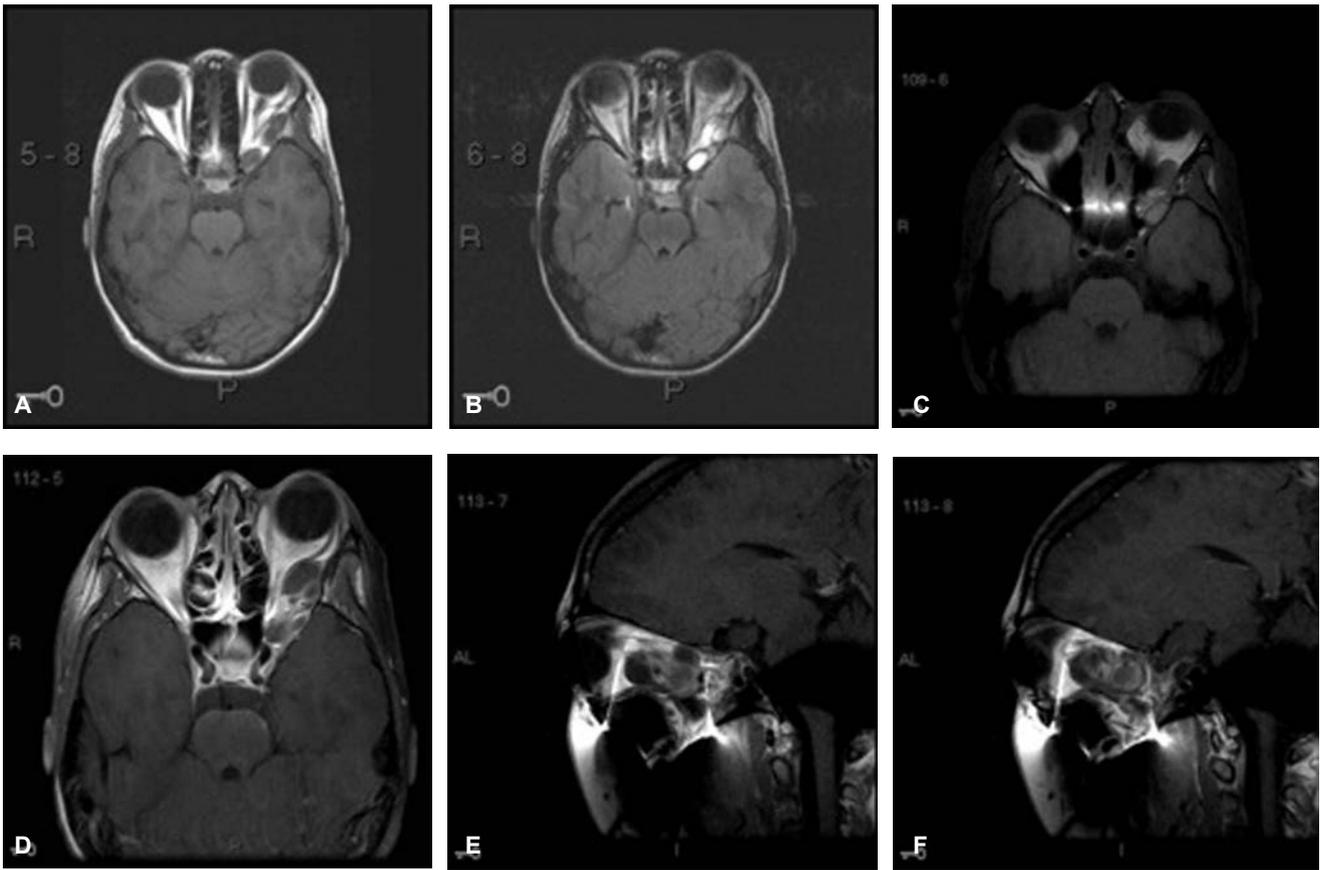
Resonancia magnética que muestra en las imágenes axiales y sagitales un tumor mixto de predominio quístico, multilobulado, con componente de mayor contenido proteináceo de predominio hipointenso en las secuencias de T1 y FLAIR, hiperintensas en supresión T2; el material de contraste (gadolinio) muestra reforzamiento periférico de las lesiones quísticas.
